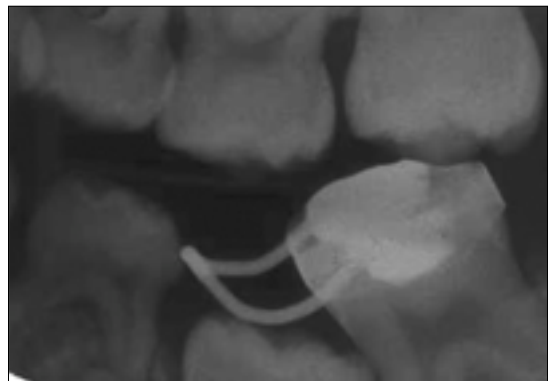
Initial bitewing radiograph showing the infraocclusion of mandibular left 2nd primary molar. Mandibular left 1st permanent molar was tilted mesially.
